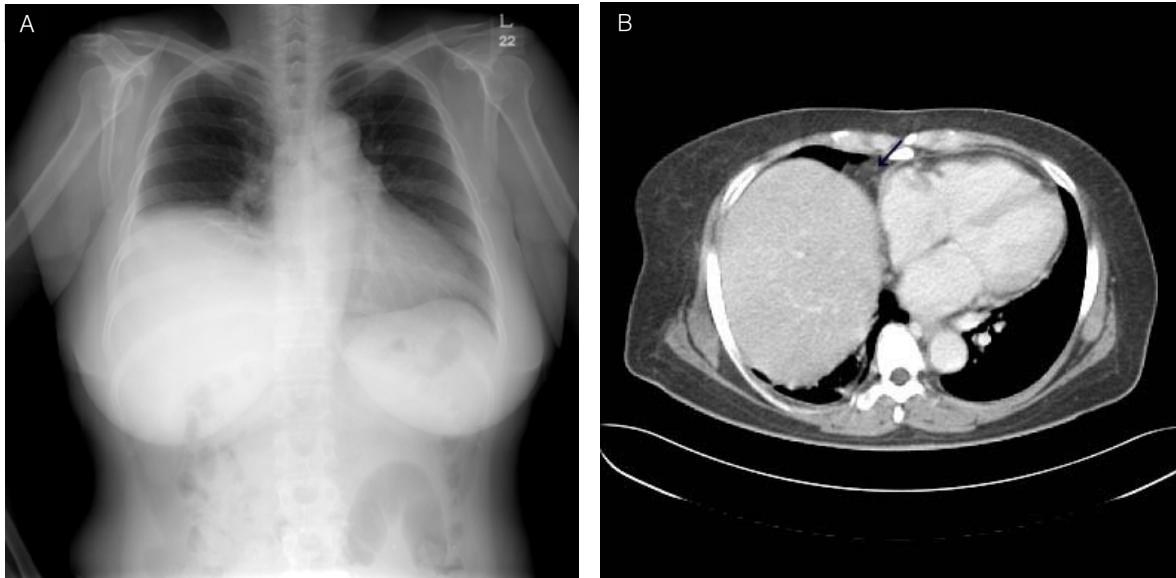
A. Chest PA shows elevated right diaphragm. There is no abnormal parenchymal lesion and no abnormal cardiac shadow. B. Chest CT shows that inhomogeneous enhanced soft tissue mass scattered in pericardial space just lateral aspect of the right atrium and left aspect of left atrium appendage.
